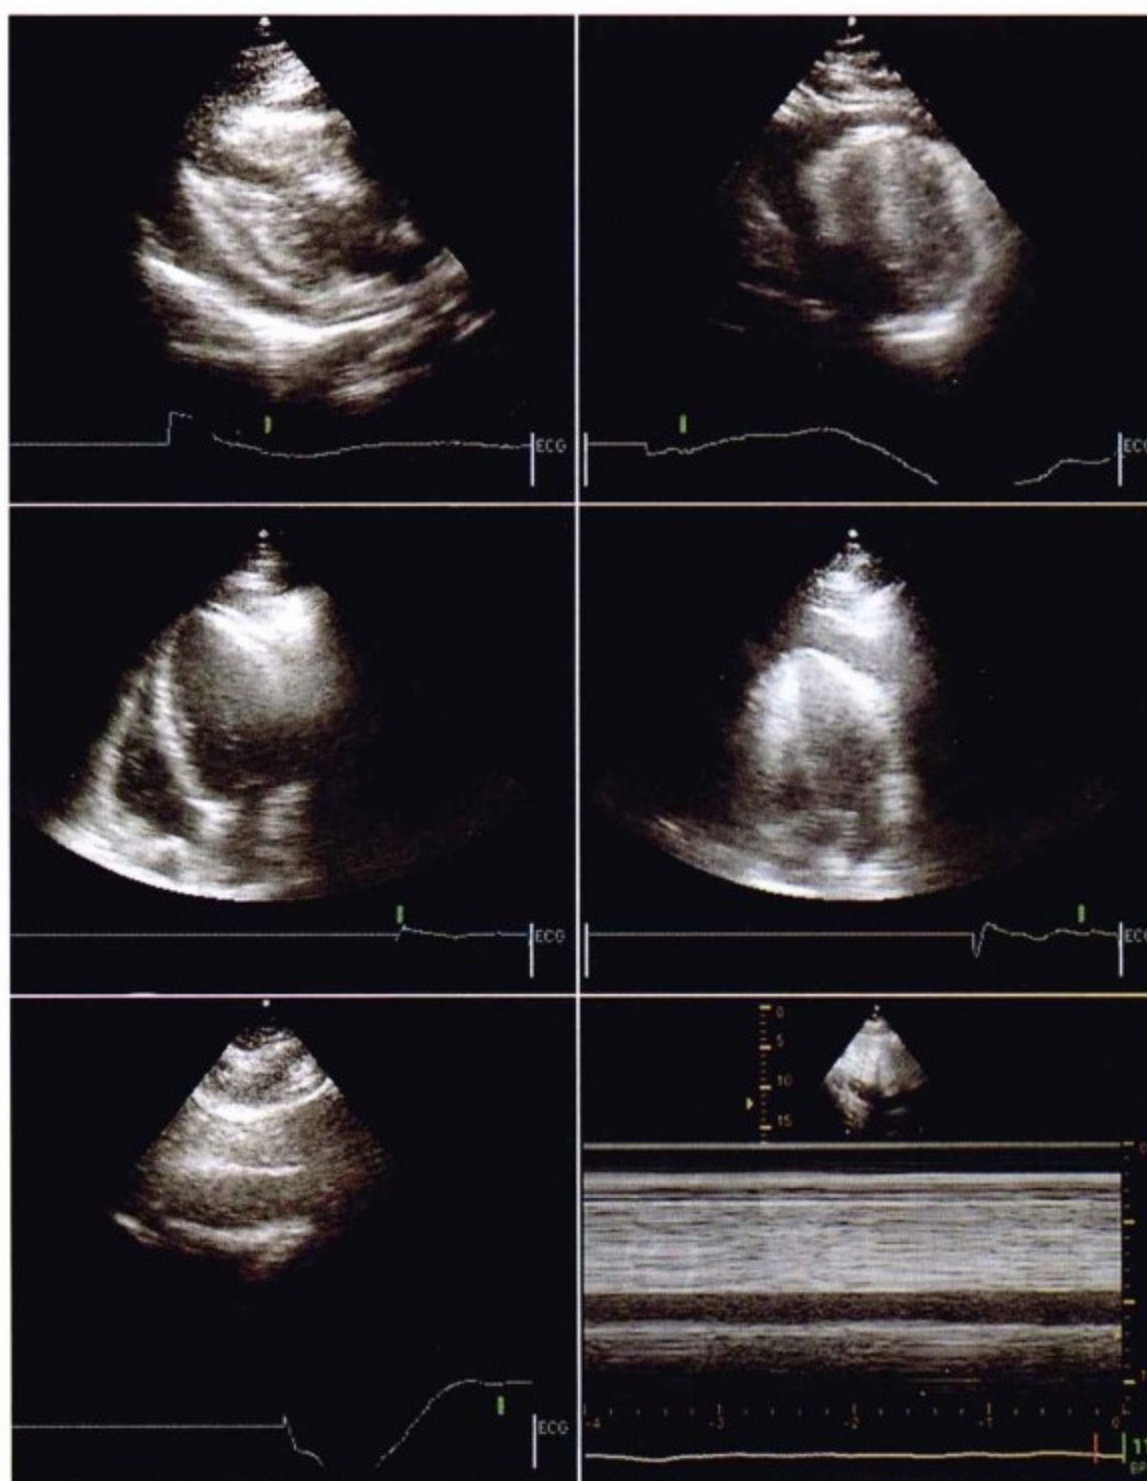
食管超声。由于失去透壁扩张压,心室腔非常小——左心室小。中等量心包积液。舒张期右心室塌陷,收缩期右心房塌陷。IVC扩张,呼吸过程中无变化。
